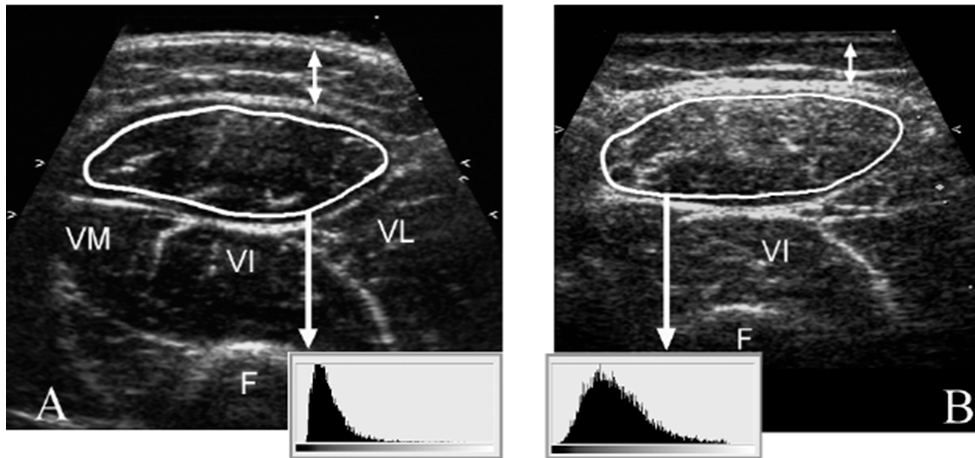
Imagen de Ecografía muscular. A. Ecografía del muslo de una persona sana. B. Ecografía del muslo de un paciente con Distrofia muscular de Duchenne. La zona redondeada corresponde al recto femoral. Se puede visualizar un aumento de la ecointensidad en el recto femoral del paciente enfermo (107).
